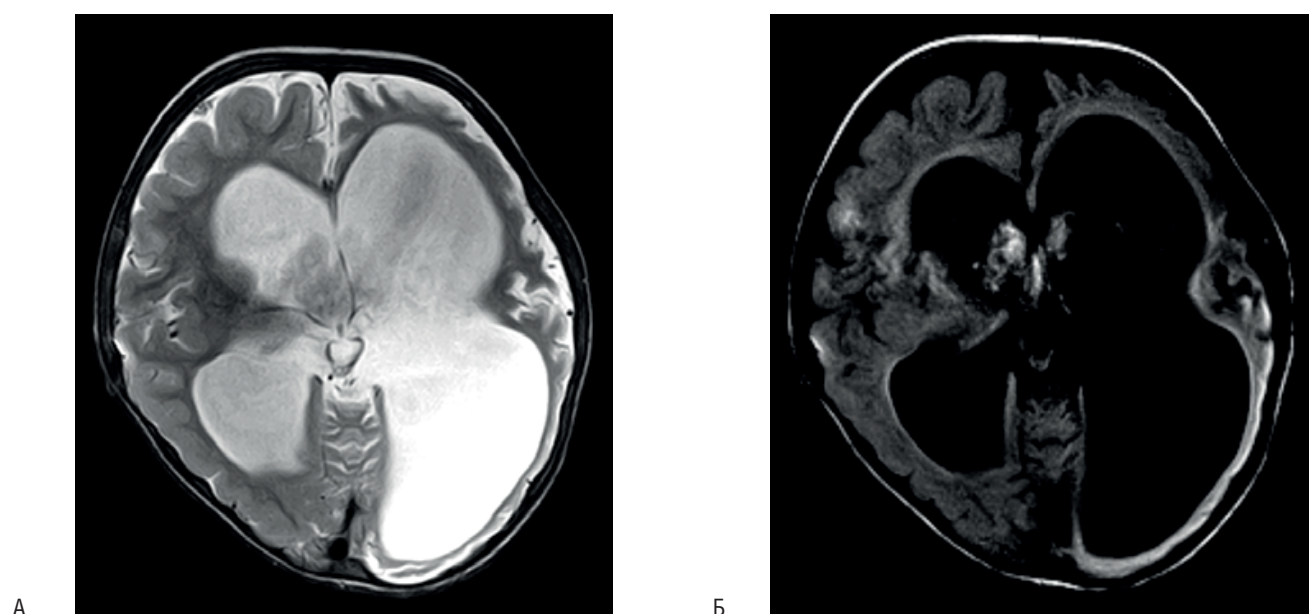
Пациентка 4. Виктория Х. МРТ (А – T2, Б – FLAIR) через 3 мес. после эпилептического статуса. Признаки атрофии левого полушария.
